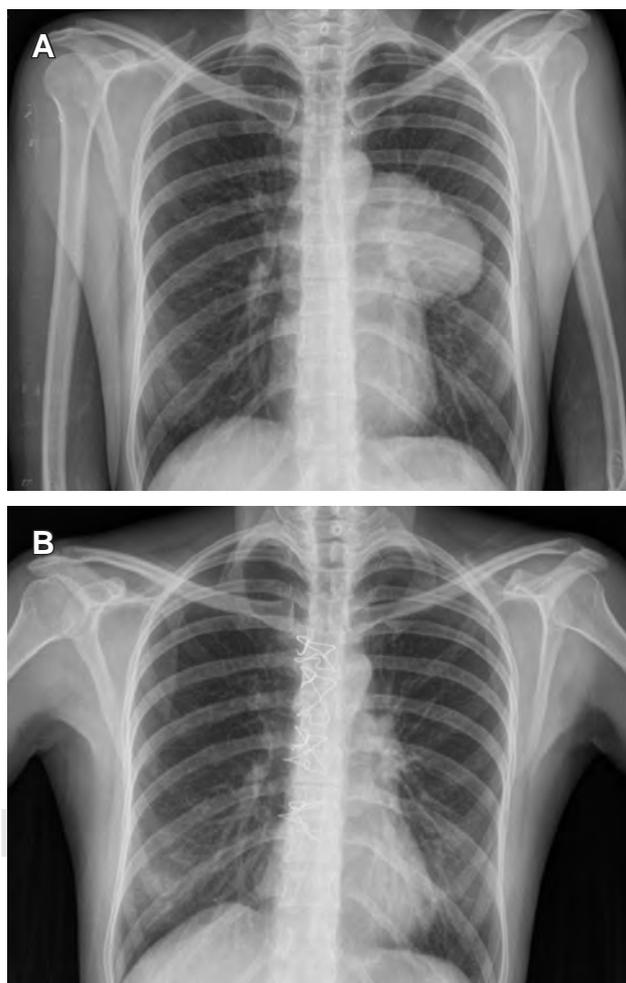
Telerradiografía de tórax antes de cirugía (A) y después de cirugía (B).
